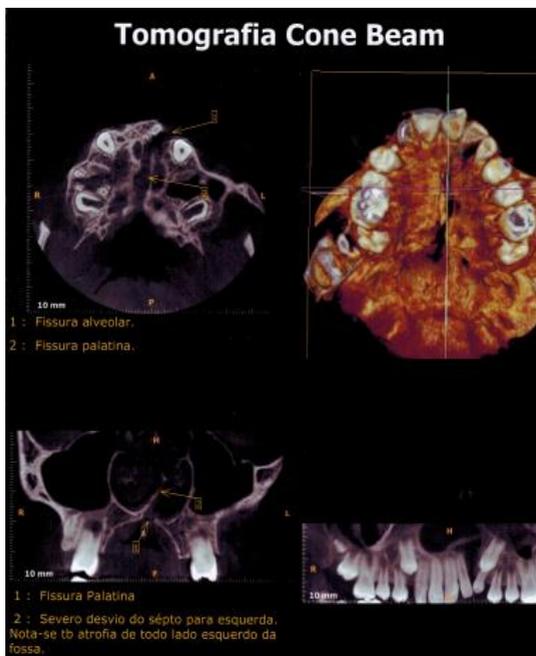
Tomografia computadorizada para avaliação da fenda.
